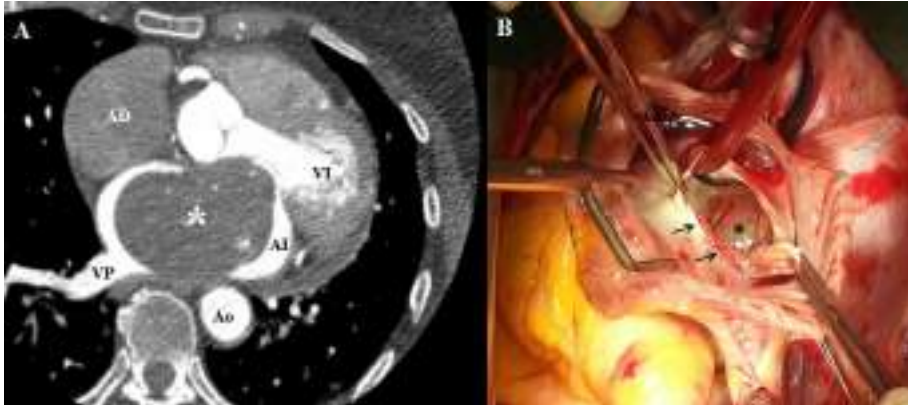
A: Tomografía axial computerizada con contraste en la que puede observarse la masa auricular (asterisco) anclada al septo interauricular y ocupando casi todo el volumen auricular izquierdo, generando un gran defecto de repleción. B: Imagen quirúrgica con aurícula derecha abierta y septo interauricular seccionado (flechas negras). Alojado en aurícula izquierda puede observarse la gran masa anclada al SIA (asterisco). VI: Ventrículo izquierdo; AD: Aurícula derecha; AI: Aurícula izquierda; Ao: Aorta; VP: Vena pulmonar.
